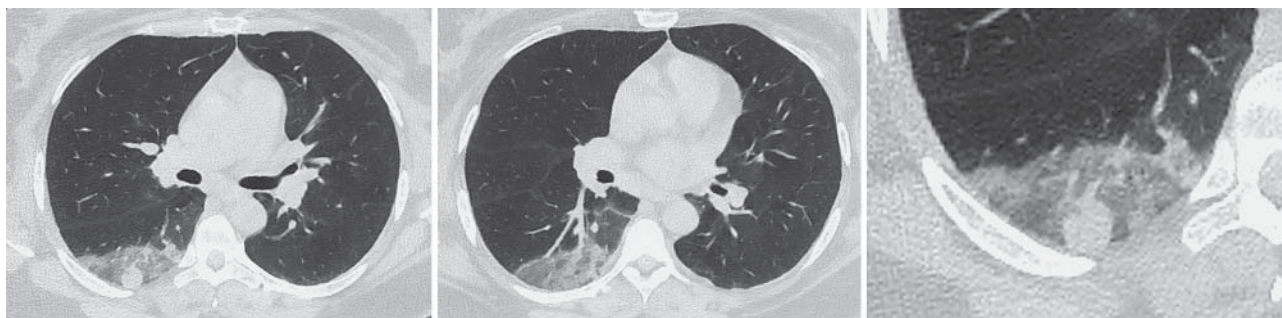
КТ ОГК в аксиальной проекции от 31.03.2020. Пациентка 46 лет, COVID-19 (ПЦР). До этиологической верификации уплотнение в нижней доле справа может быть ошибочно трактовано как пневмоническая инфильтрация или участок инфаркта легкого. В остальных участках легких изменения отсутствуют.
